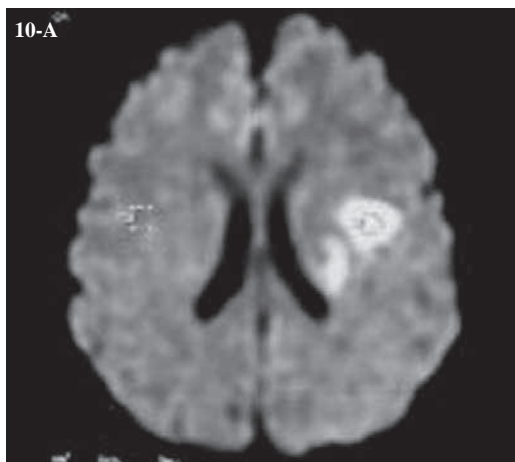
Secuencia DWI que pone en evidencia un infarto profundo de la ACM izquierda
